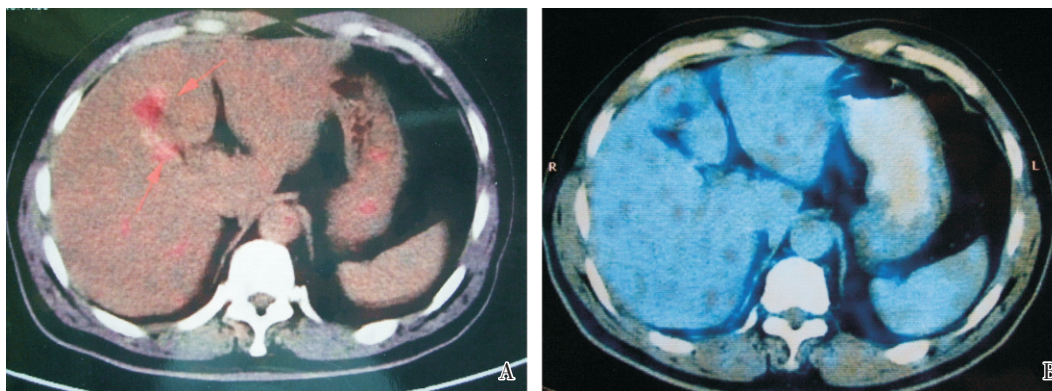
IIIa 型肝门部胆管癌治疗前后 PET-CT 图像
